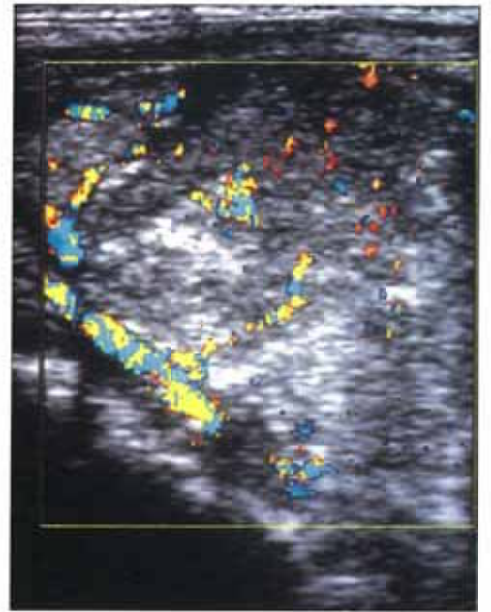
58-year-old man with papillary carcinoma. Longitudinal scan shows a huge and inhomogeneous mass. In color Doppler imaging, entering artery is interrupted within the thyroid mass, suggesting vascular encasement.
